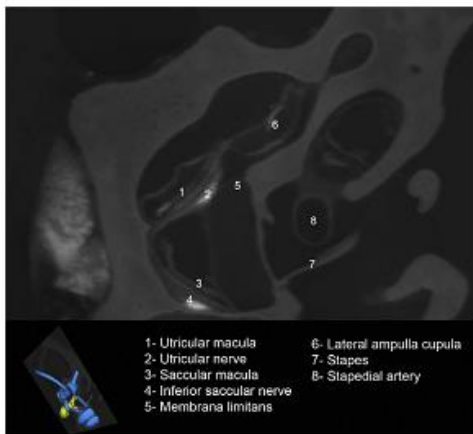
Microtomography showing the saccular macula (3) lying on the medial wall of the vestibule, with its nerve (4) between the macula and the bone. The utricular macula (1) stands away from the wall of the vestibule, lying on the membrana limitans (5) with its nerve (2) superficial.
